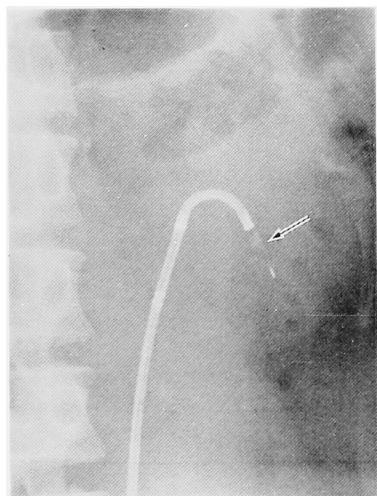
An x-ray picture of case No. 6, which was taken when a pelvic stone was caught by a stone basket. The arrow shows the stone in the basket catheter.
